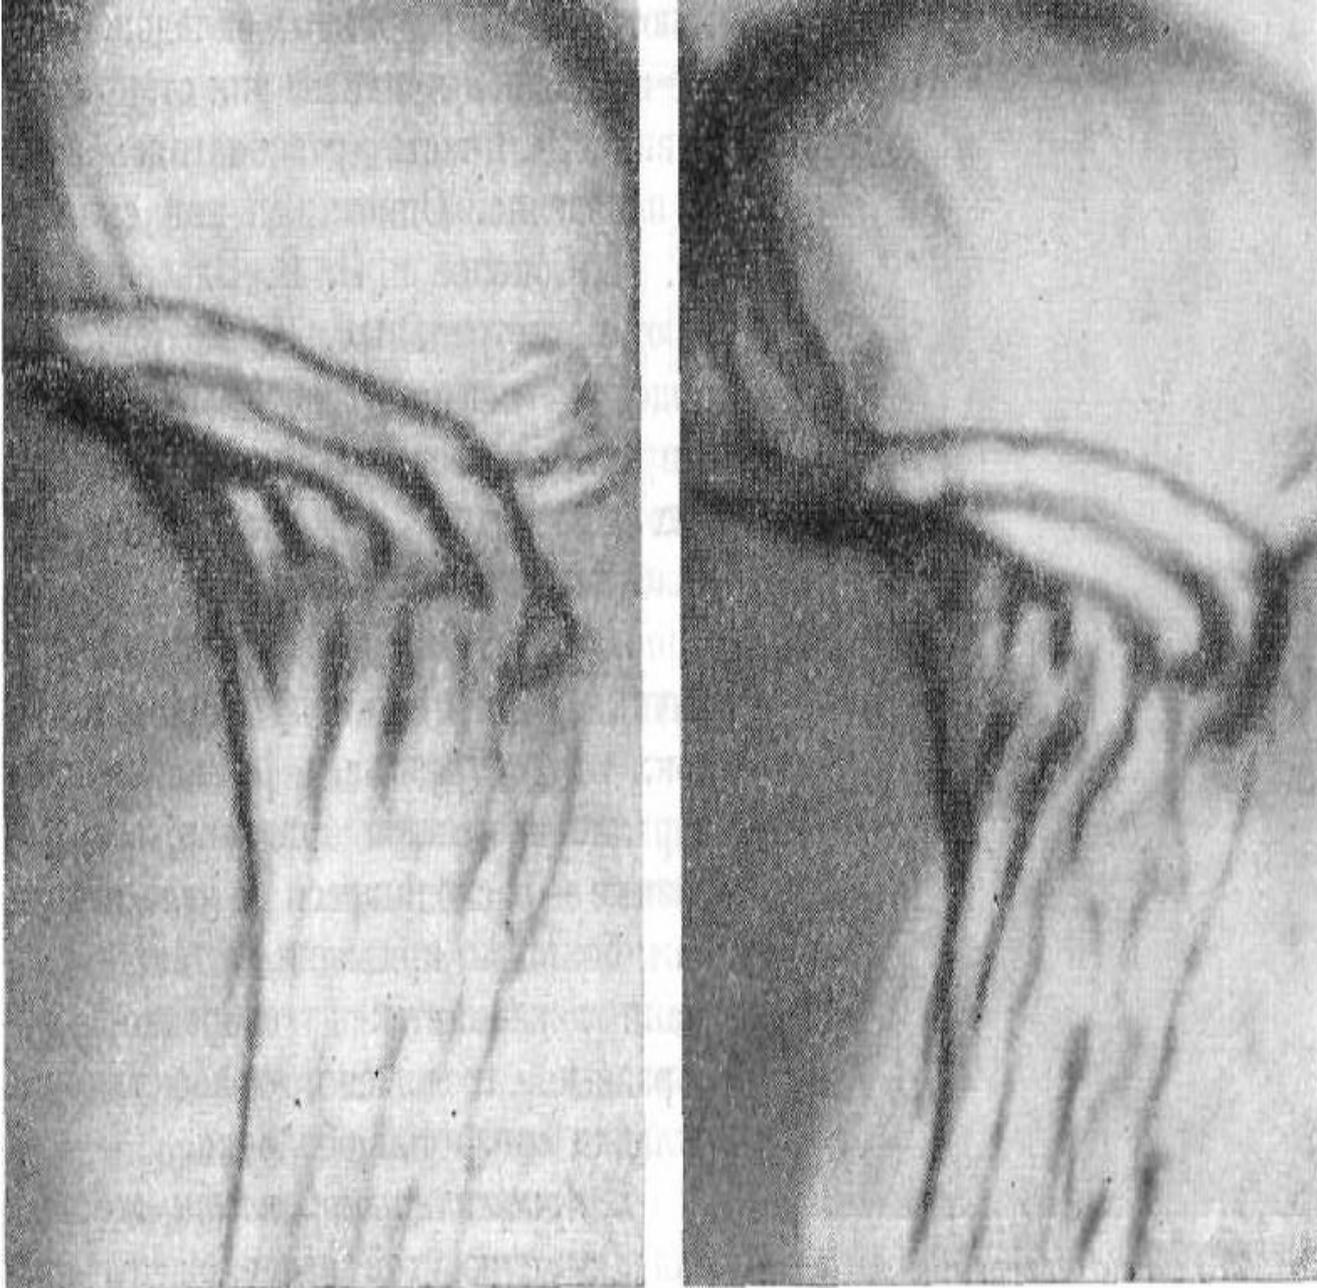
Прицельные рентгенограммы желудка в прямой передней проекции. Складки слизистой желудка в субкардиальном отделе расположены горизонтально и проекционно укорочены.
